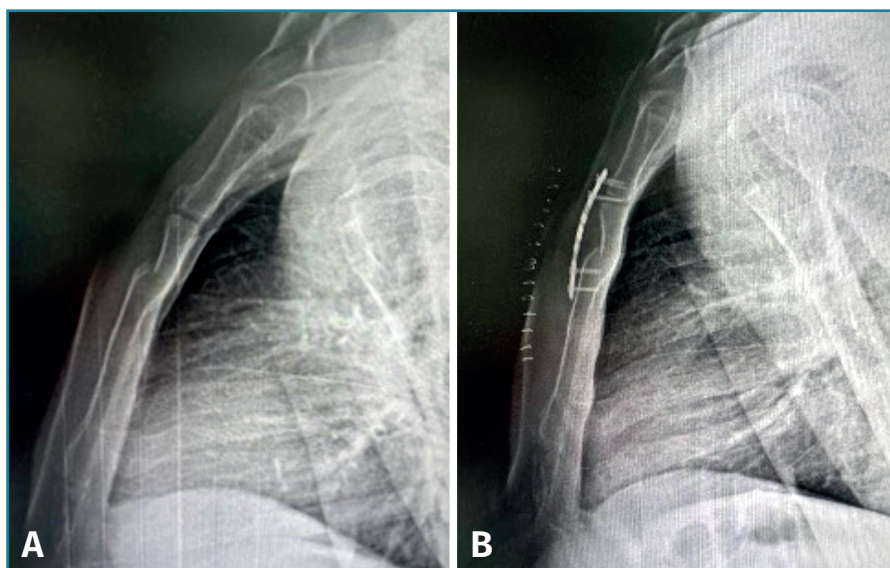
A: imagen obtenida mediante radiografía (Rx) lateral donde se observa fractura esternal; B: imagen obtenida mediante Rx lateral con fractura reducida mediante placa y tornillos.
